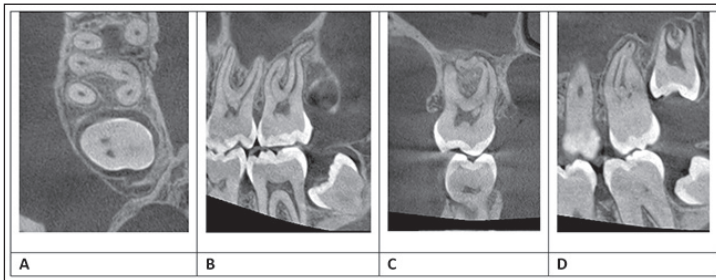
Tomografía de campo reducido diente 1.7
